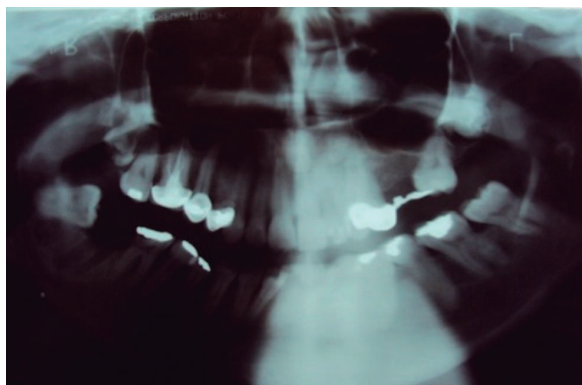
Radiografía panorámica u ortopantomografía. Imágen en la cual se observa el alvéolo dental posextracción, factor etiológico del padecimiento.
